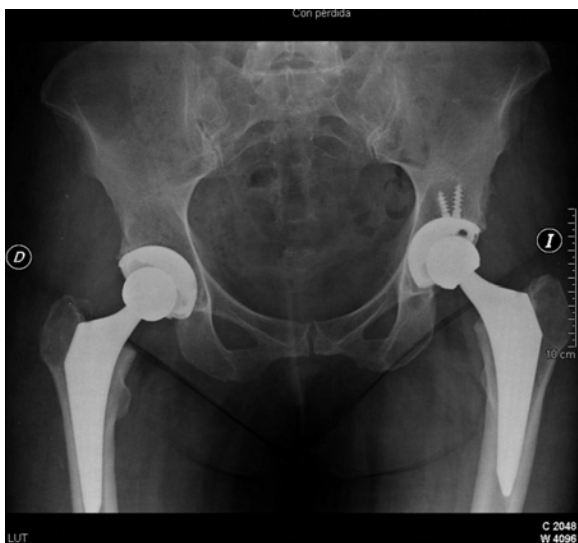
Radiografia anteroposterior de la pelvis en pacient dona de 51 anys diagnosticada de necosis idiopàtica de cap femoral bilateral, intervinguda amb col·locació de sengles protesis GTS-Biomet.
